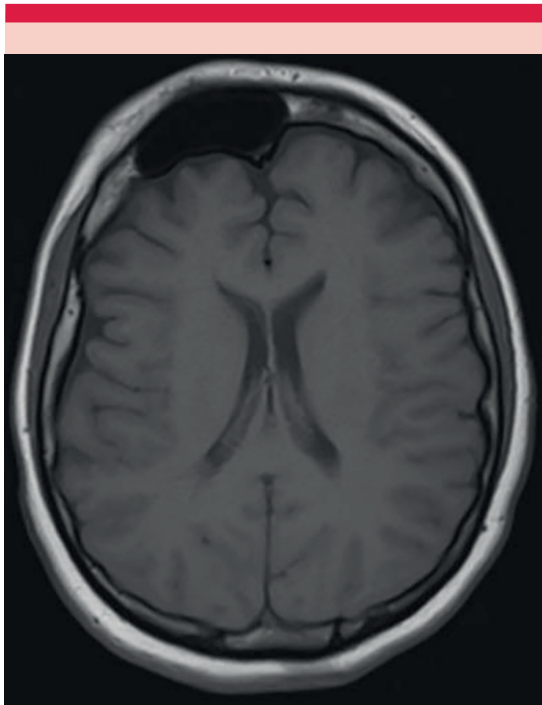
Resonancia magnética en secuencia T1 que muestra atrofia del hemisferio cerebral derecho e hiperostosis frontal.
